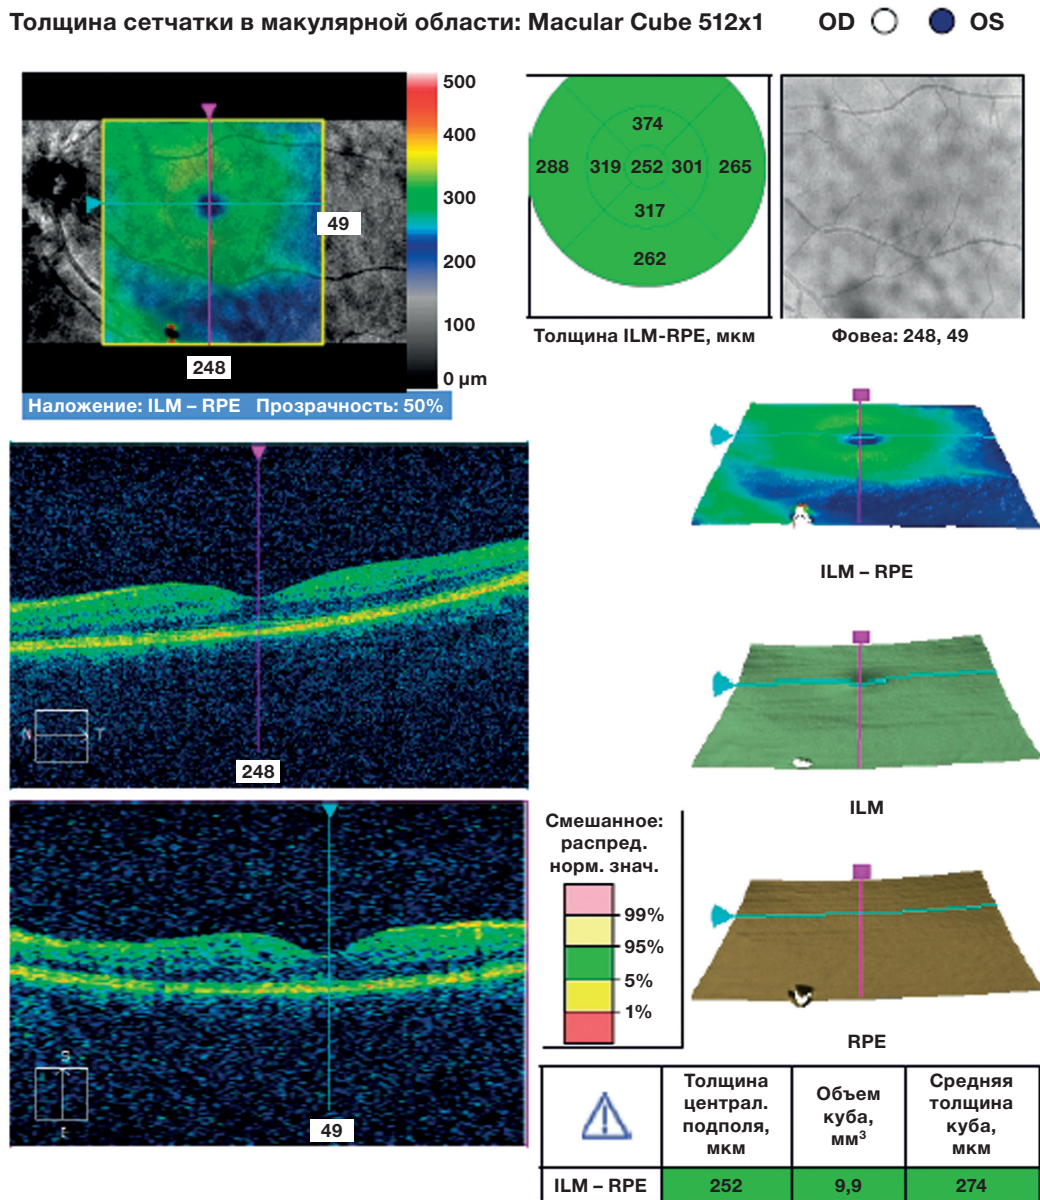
Фото протокола оптической когерентной томографии макулярной зоны сетчатки левого глаза: данных за наличие острой центральной серозной хориоретинопатии нет. ILM-RPE — толщина сетчатки от внутренней пограничной мембраны (ILM) до пигментного эпителия сетчатки (RPE).
